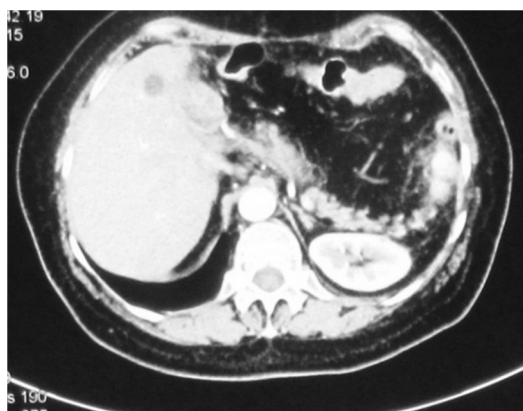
КТ брюшной полости с контрастированием, выполненная через 6 месяцев после операции
